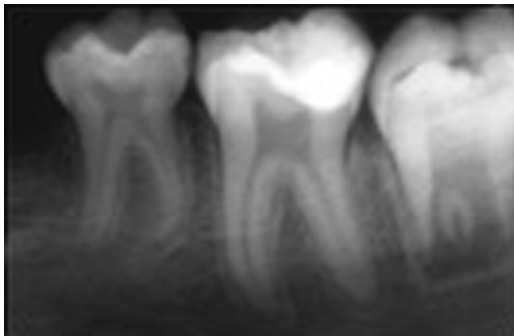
Dopo ulteriori 6 mesi il controllo radiografico permetteva di evidenziare la perfetta formazione apicale, l'assenza di riassorbimenti interni e di calcificazioni distrofiche pulpari.
